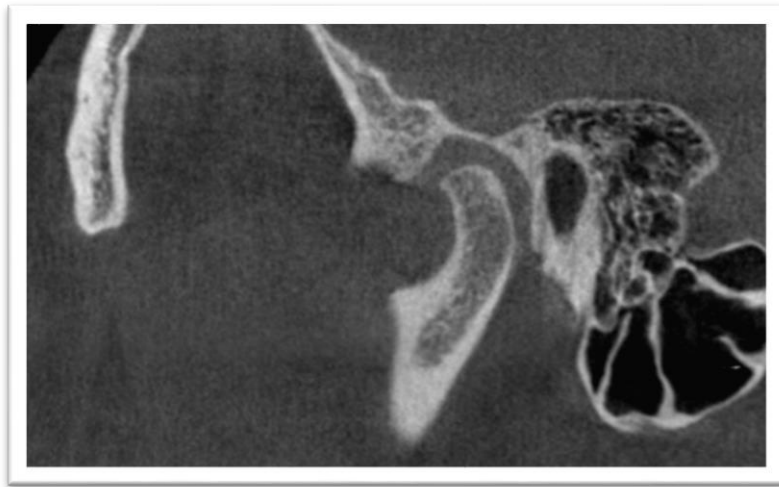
CBCT sagital kesit, artiküler eminenste skleroz
